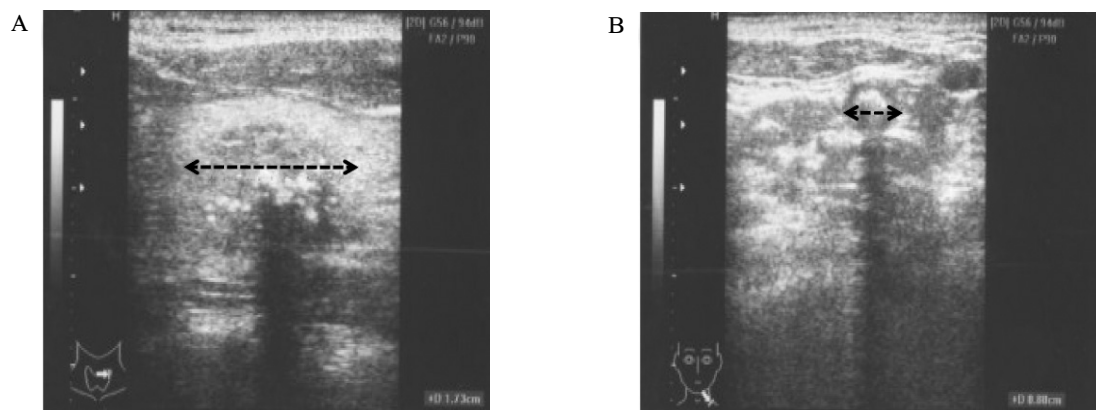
Ultrasonogram shows 1.7 × 1.3 cm-sized dense calcified nodular lesion on left thyroid gland (A) and another 0.9 cm nodule found on lateral part of neck (B).
